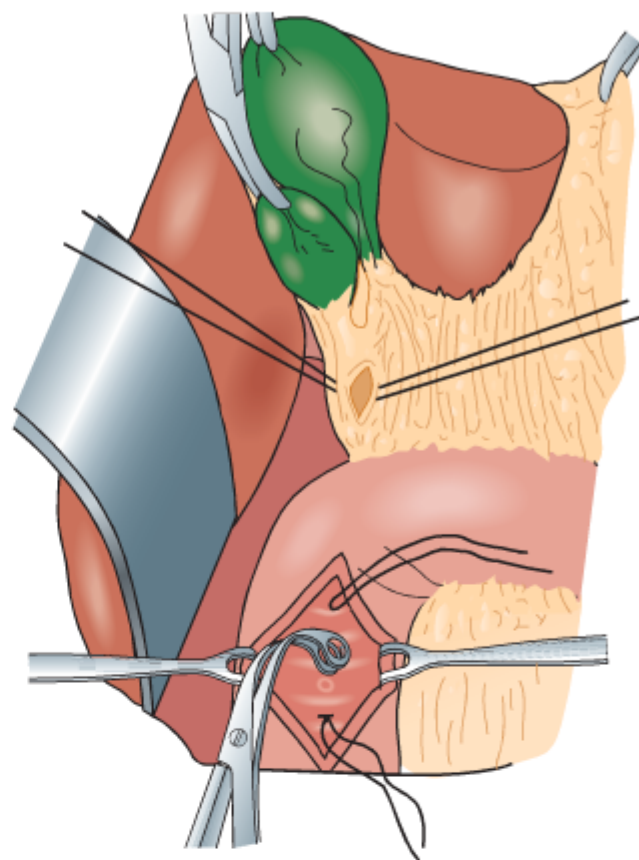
Pode-se usar uma esfínterectomia transduodenal para remover cálculos do colédoco distal. Uma incisão é feita aumentando a papila ao longo do eixo do ducto, e o cálculo ou é expelido ou removido com pinça para cálculo. (De Zollinger RM Jr, Zollinger RM: Atlas of Surgical Operations, 7th ed. New York, McGraw Hill, 1993.)
